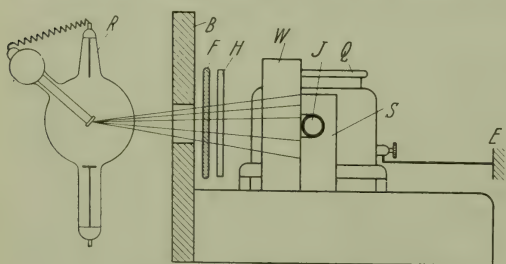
Ionisationskammer. R Röntgenröhre; B Bleiglasfenster; F u. H Filter; W Wasserphantom; Q Quantimeter; J Ionisationskammer; S Einrichtung zur Erzeugung der Sekundärstrahlen; E Erdung.
